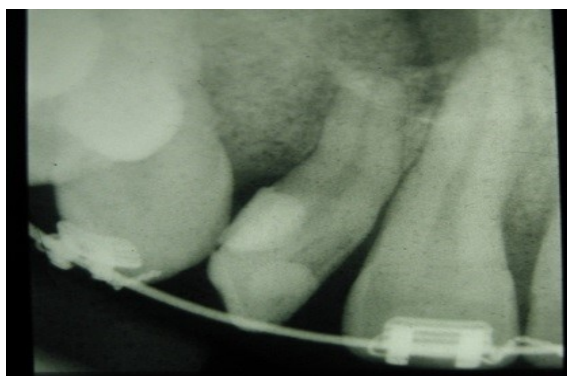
Рентген снимок больного с основной группы через 6 месяцев после операции костной пластики альвеолярного отростка (полость отсутствует, на месте дефекта наблюдается полное образование кости, а также прорезывание зуба).
